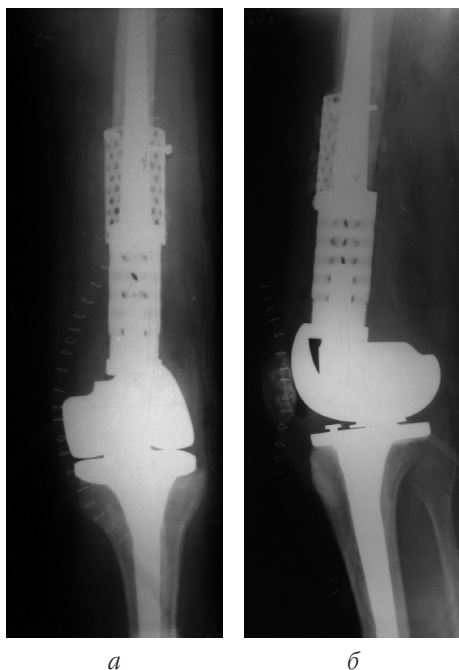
Рентгенограми хворої після другої операції: пряма (а) та бокова (б) проекції
